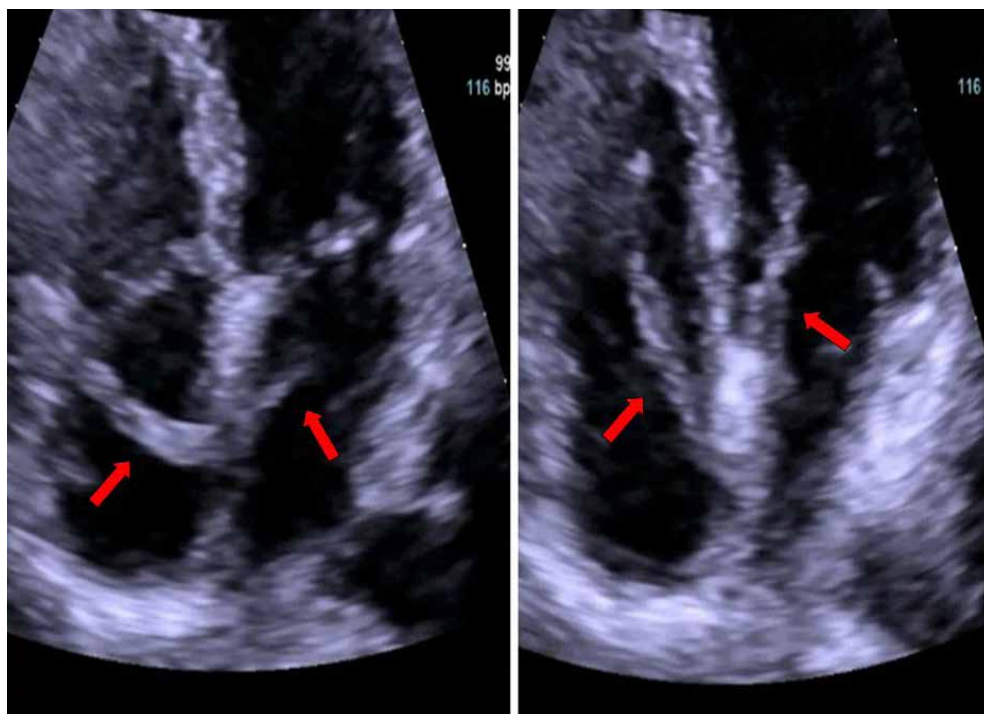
Primer ecocardiograma transtorácico.
